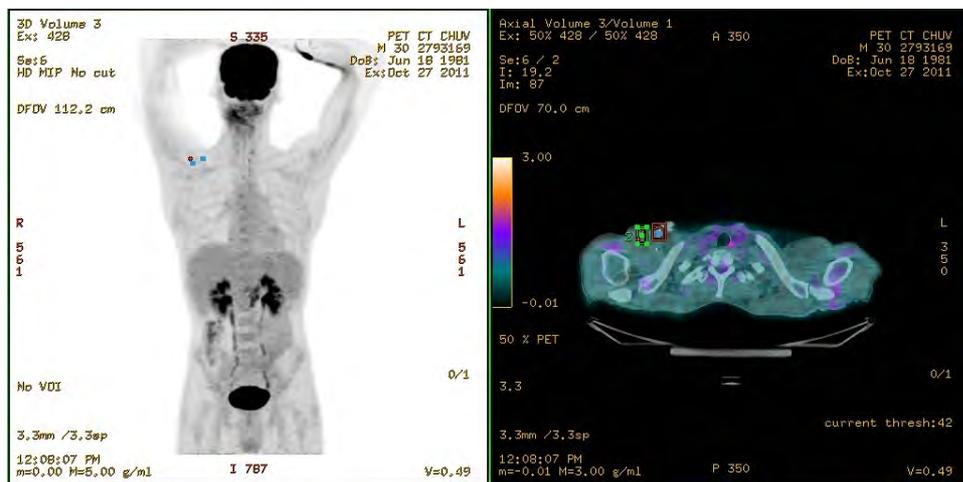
Image MIP (maximum intensity projection) et la coupe transverse des images PET/CT fusionnées au niveau du boîtier du cathéter.
